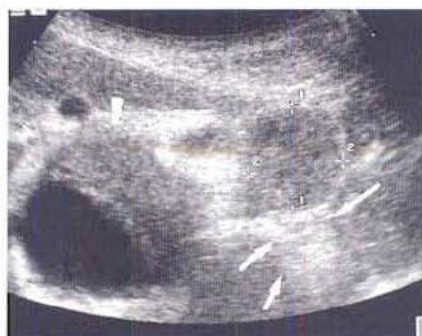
Échographie abdominale : masse tissulaire (croix) développée sur le pancréas (flèches). Découverte fortuite d'un anévrisme de l'aorte (tête de flèche).
